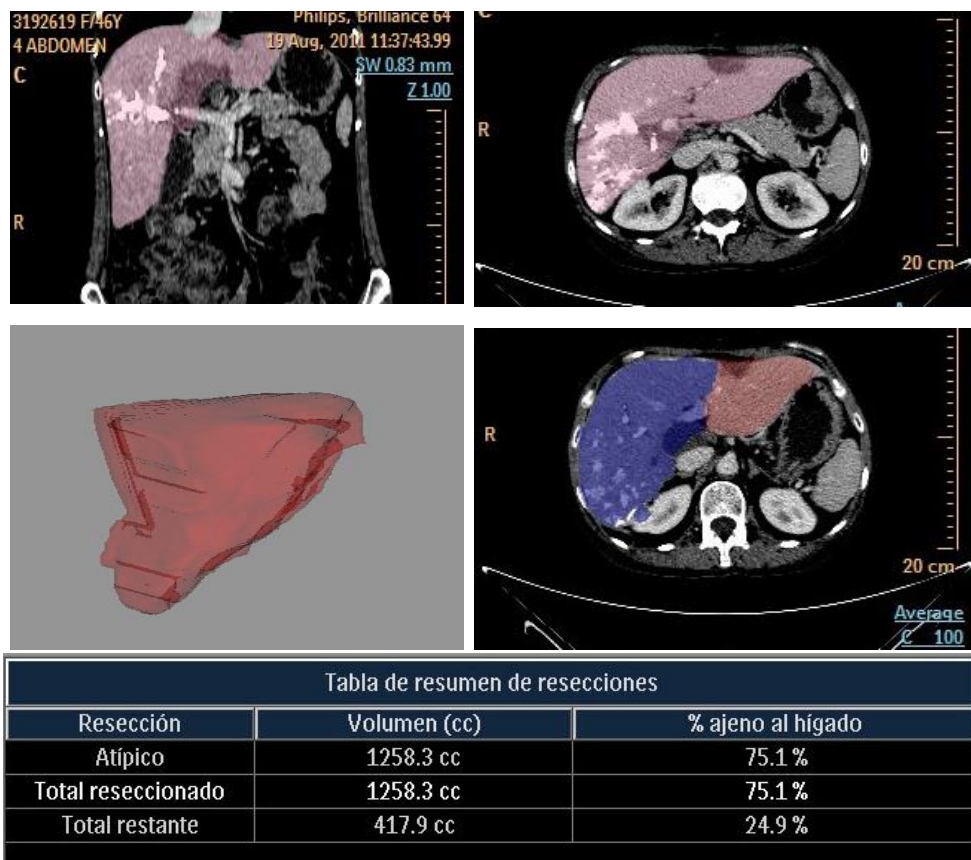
Imagen de TC para medición de volúmenes hepáticos de los segmentos laterales izquierdos (segmentos 2 y 3 de la clasificación de Couinaud) tras realización de embolización portal preoperatoria.
